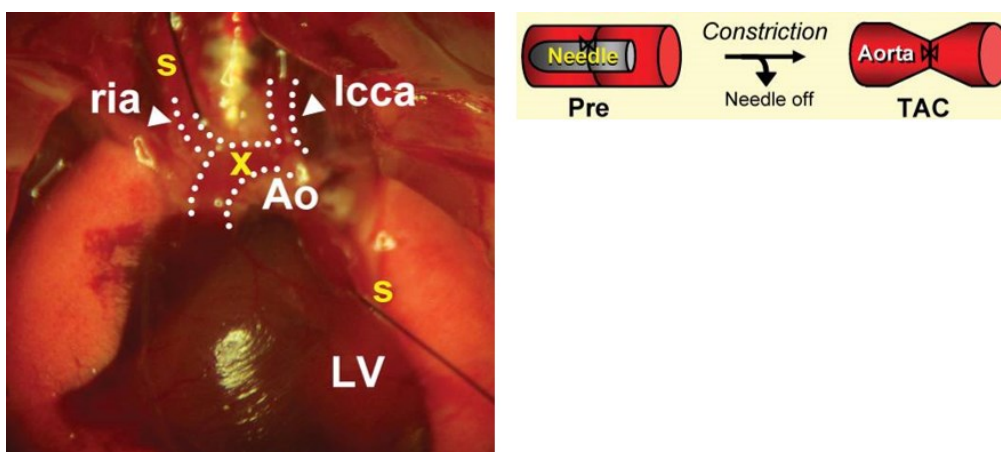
Transversale Aortenkonstriktion (TAC). Links: Die Aortenkonstriktion wurde mithilfe eines Fadens (s) durchgeführt. Dieser wurde auf Höhe der thorakalen Aorta (Ao), zwischen dem Ursprung des *Truncus brachiocephalicus* (ria) und der linken *Arteria carotis communis* (lcca) angelegt und verknötet. (LV: linker Ventrikel); Rechts: Vor und nach erfolgter TAC. Eine 27-Gauge Nadel (Abstandhalter) wurde verwendet um das
